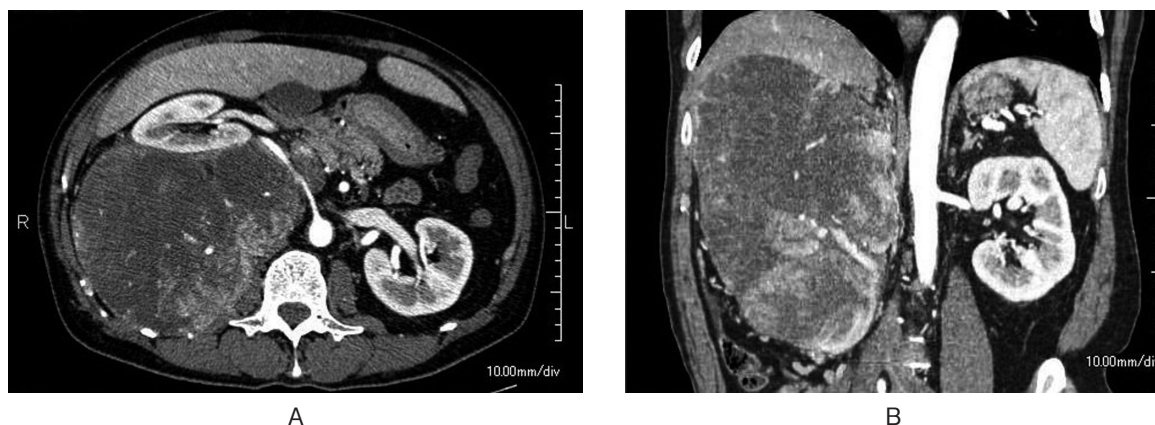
Enhanced abdominal CT revealed a retroperitoneal tumor.
